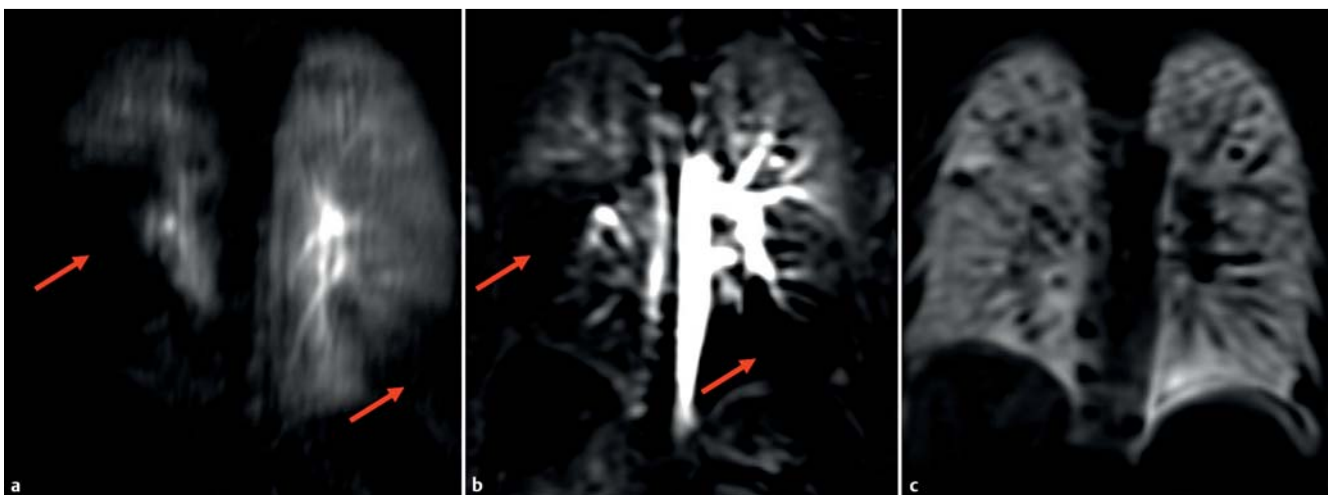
Die MRT-Fourier Dekompositions-Methode liefert b Perfusionskarten und c Ventilationskarten ohne den Einsatz von gasförmigen oder intravenösen Kontrastmitteln in freier Atmung und stellt damit zukünftig eine Alternative z. B. für Patienten mit eingeschränkter Nierenfunktion dar. Bei diesem Patienten mit CTEPH lassen sich deutlich die Perfusionsausfälle (Pfeile, a) bei gleichzeitig erhaltener Ventilation erkennen. Dynamische kontrastmittelverstärkte MR-Angiografie zum Vergleich ist in a dargestellt.
